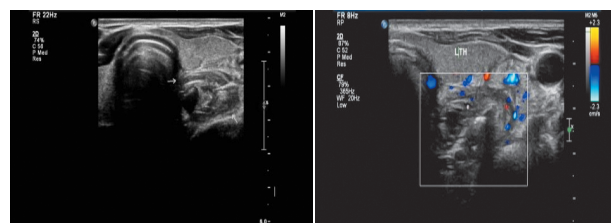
颈部横切面常规超声示 图2 颈部横切面CDFI示混合
